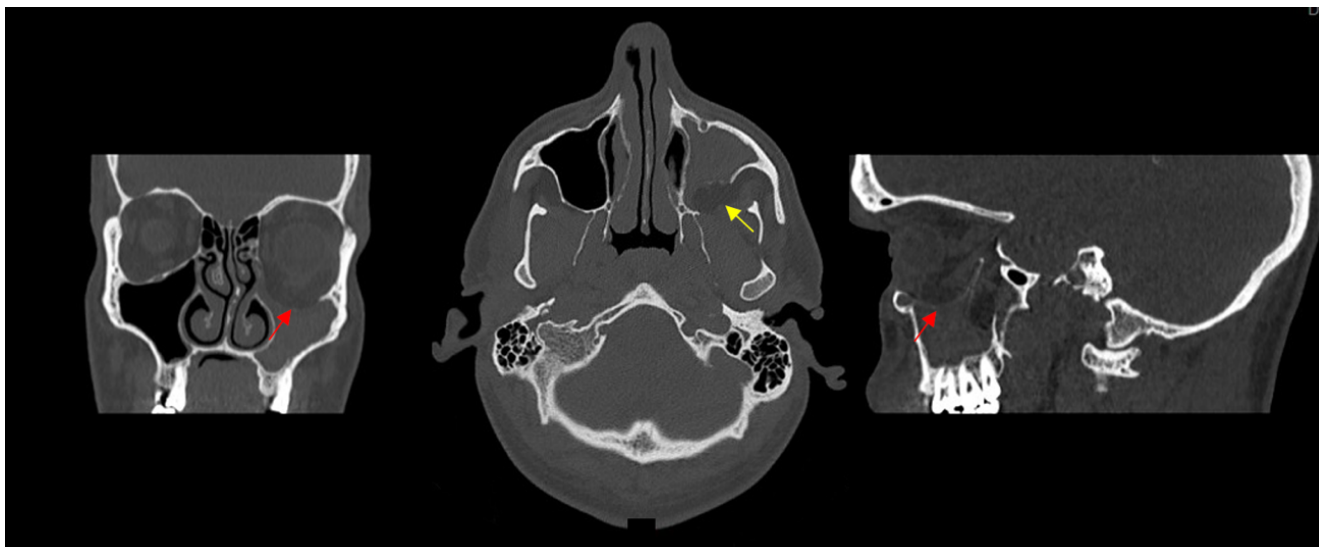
TC del paciente antes de la cirugía. La flecha amarilla señala la ausencia de pared maxilar posterior y las rojas, el descenso del suelo de la órbita.
